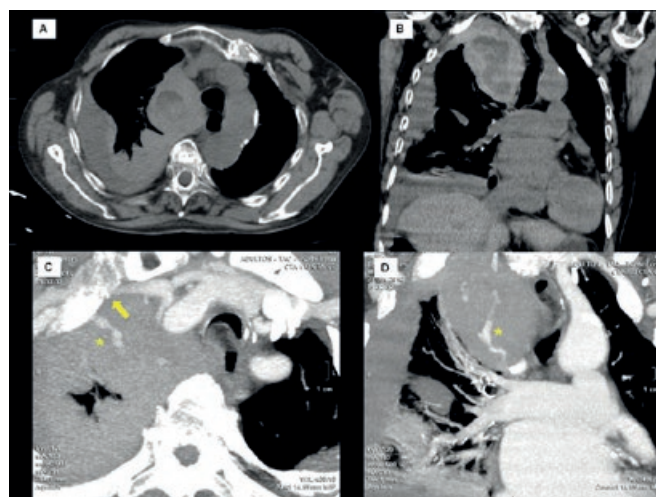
Tomografía computarizada. En la imagen 2. a se observa corte axial de TC sin contraste con masa mediastínica paravertebral derecha de contenido denso heterogéneo sugestivo de hemomediastino. La imagen 2. b es una reconstrucción multiplanar en plano coronal con dicha colección simulando una masa mediastínica. Las imágenes 2. c y 2. d son imágenes MIP (maximum intensity projection) axial y coronal respectivamente tras la administración de contraste endovenoso. Se observa línea de fractura en 1ª costilla derecha (flecha) y jet de sangrado activo (*) que contacta con dicha fractura
